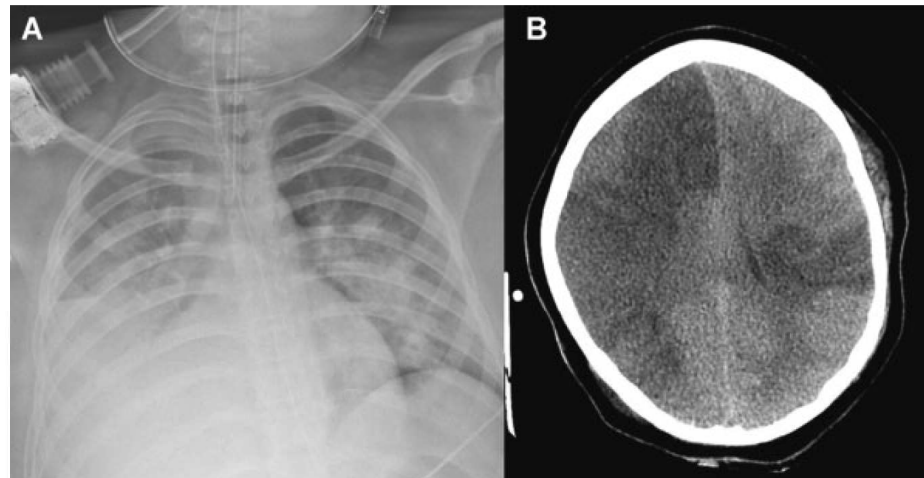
A: Chest radiograph demonstrating multifocal pneumonia with superimposed ARDS. B: CT demonstrating hypodense infarcts within the bilateral hemispheres with loss of basal cisterns, loss of convexity sulci, diminished ventricular size, and leftward shift of the anterior midline.
